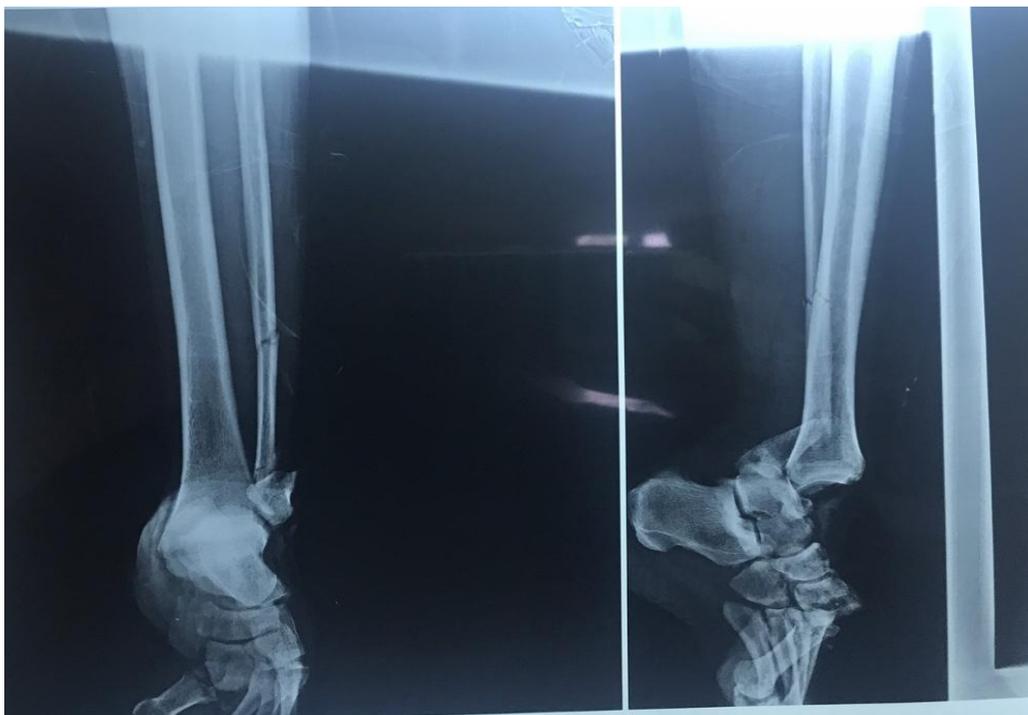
Radiographie de la cheville de face et de profil prenant le pied.
